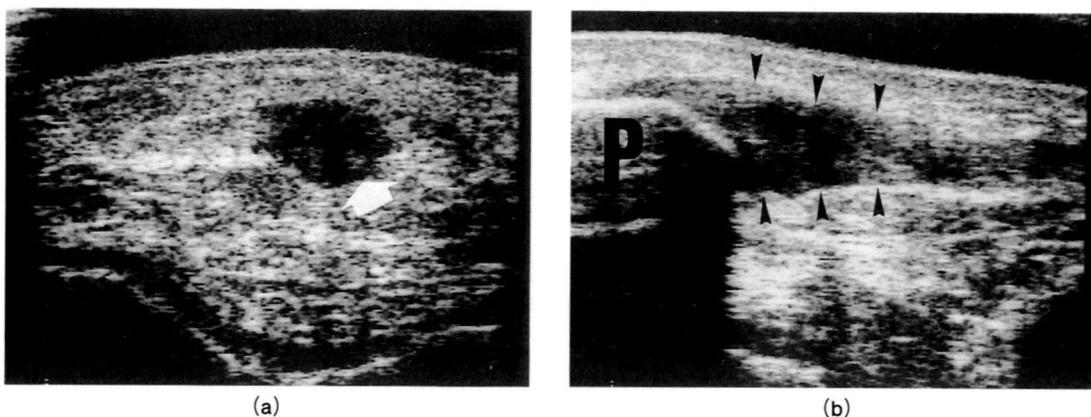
Case 2, Ultrasonographic image.
